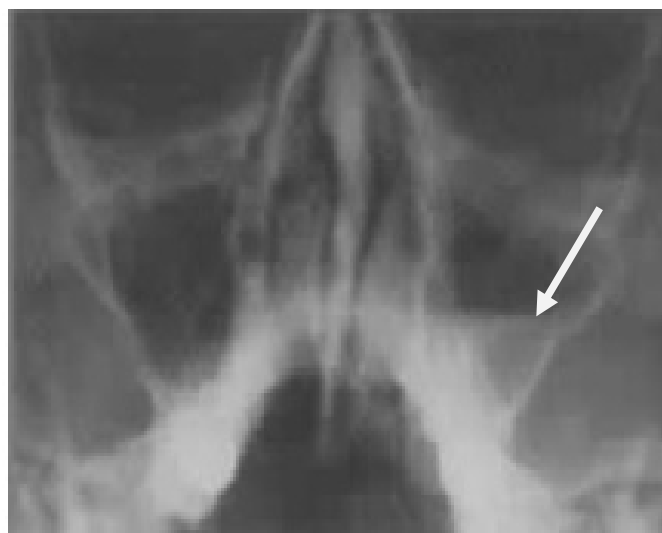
Radiographie en incidence de Blondeau mettant en évidence une sinusite maxillaire gauche (flèche). [94]
